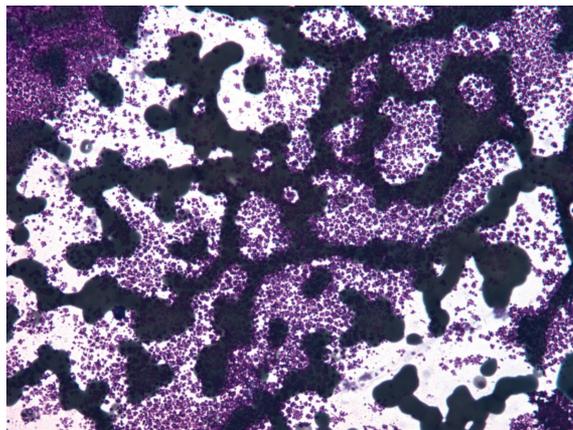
Présence de gel utilisé lors de l'échographie, déposé sur le fond de la préparation et pouvant gêner l'interprétation cytopathologique (objectif 40).
